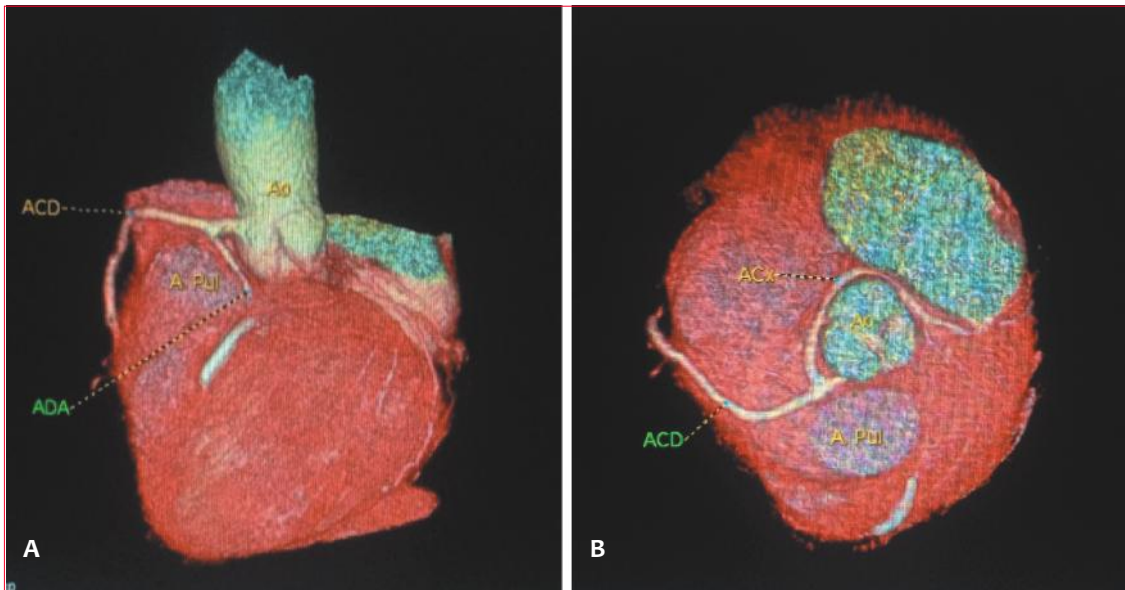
A) Angio TC coronaria 3D. Trayecto interarterial de la DA con puente intramiocárdico. B) Trayecto retroaórtico de la CX.
